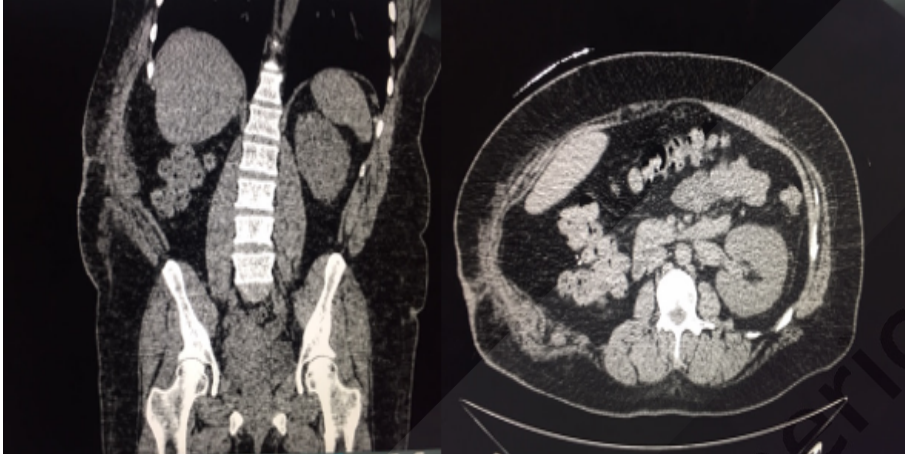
TAC de control sin contraste un mes después de realizada la cirugía, en cortes coronal y transversal, que muestra, en la pared lateral derecha del abdomen, doble capa de malla, cambios inflamatorios mínimos en los músculos oblicuos del abdomen y tejido celular subcutáneo adyacente, sin evidencia de colecciones.
